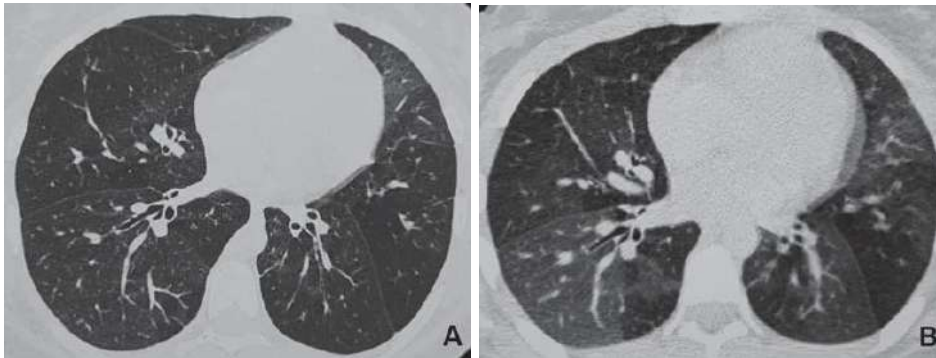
TAC de tórax en paciente de 12 años. A: Inspiración. B: Espiración. Se demuestra el atrapamiento aéreo en las zonas comprometidas por la BO como áreas de menor densidad que se hacen más evidente en espiración. El pulmón normal en espiración pierde aire haciéndose más denso. Nótese además un compromiso bronquial con aumento de calibre y engrosamiento de sus paredes.
